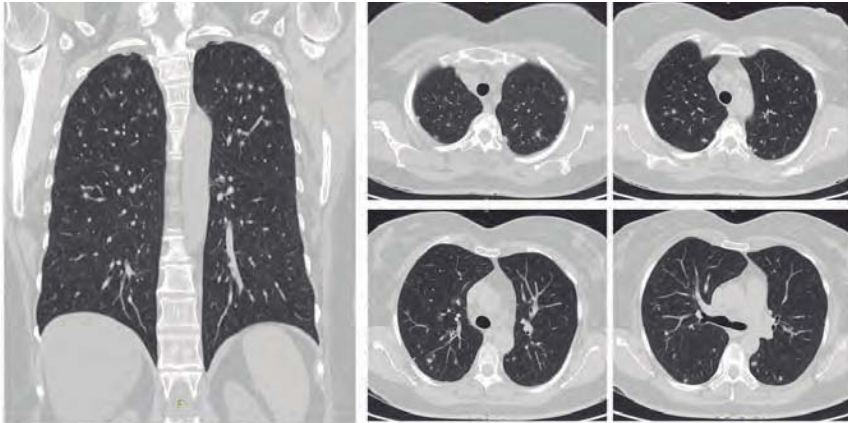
TAC de tórax de alta resolución. Imagen que ilustra múltiples nódulos subcentimétricos pulmonares aleatorios, predominantemente en lóbulos superiores y segmentos apicales de lóbulos inferiores, con ganglios mediastinales múltiples sin adenopatías.
